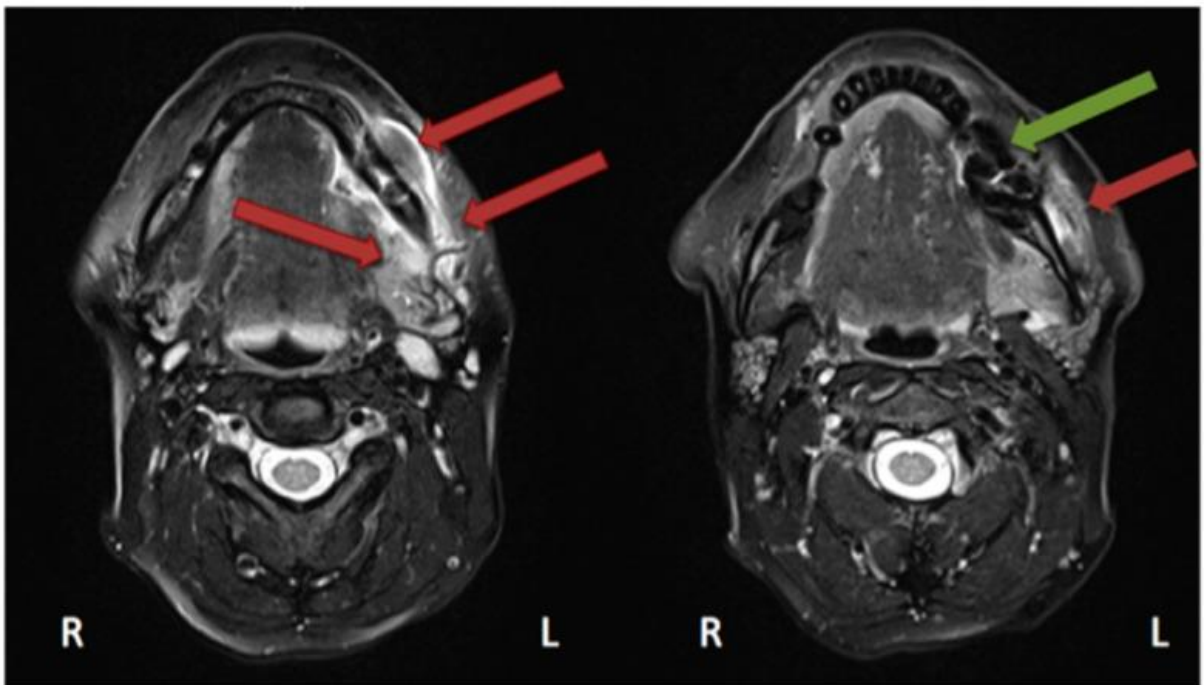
Resonancia magnética, paciente de 48 años, femenino. <sup>(1)</sup>
